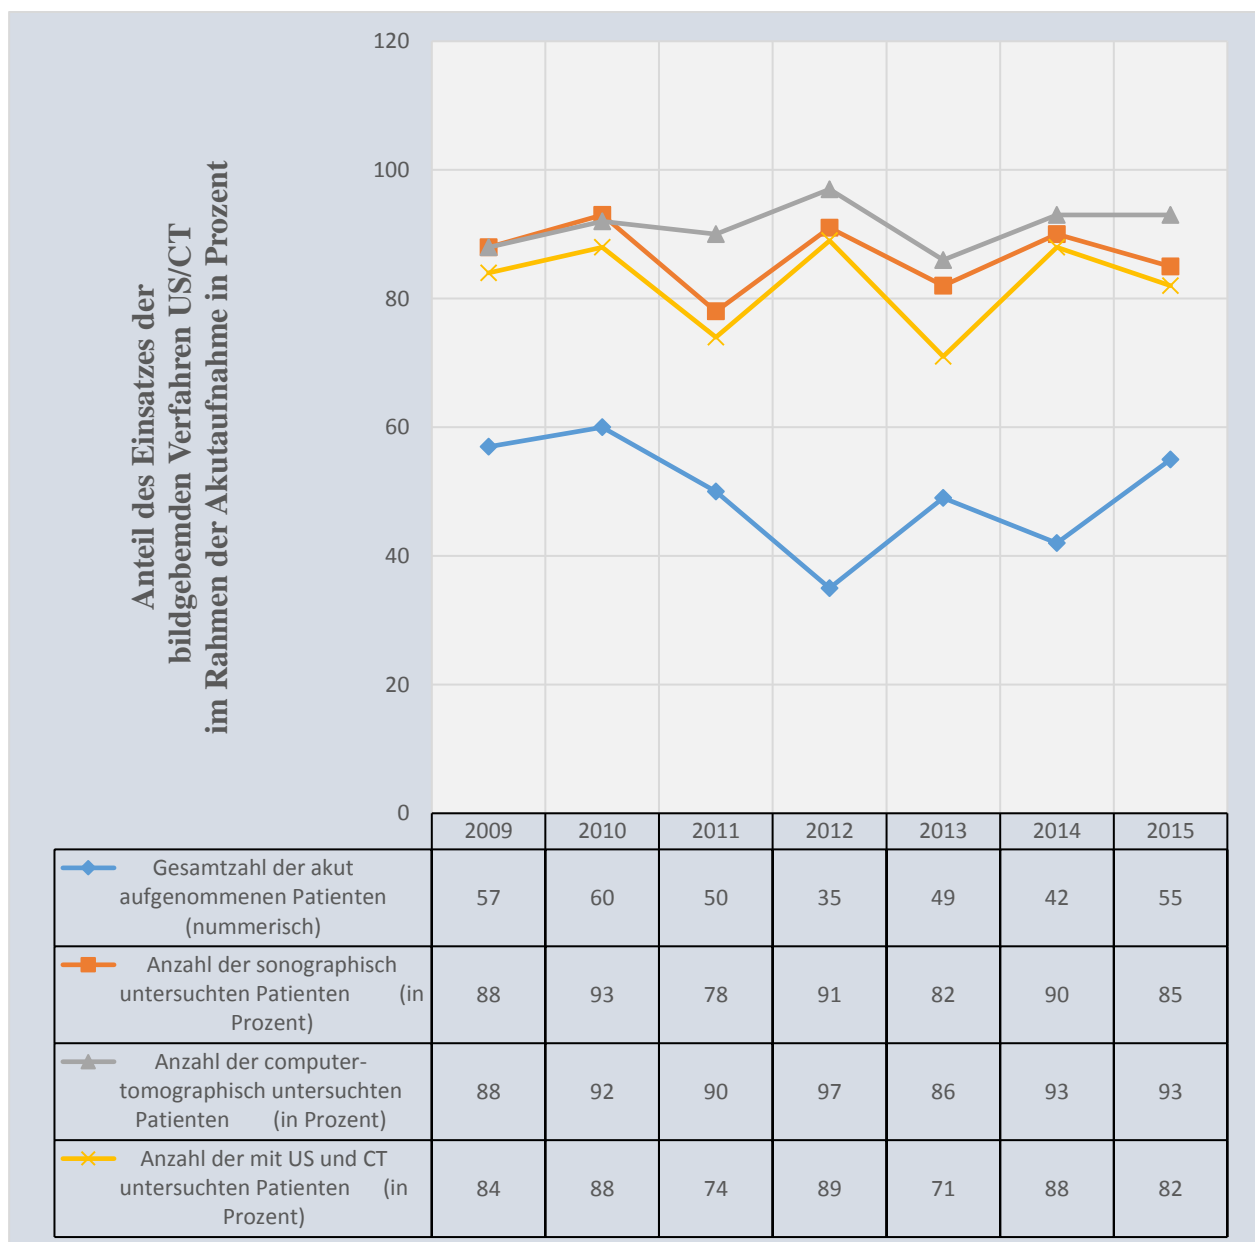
Prozentualer Anteil des Einsatzes der bildgebenden Verfahren Sonographie und Computertomographie des Abdomens im Rahmen der Akutaufnahme
